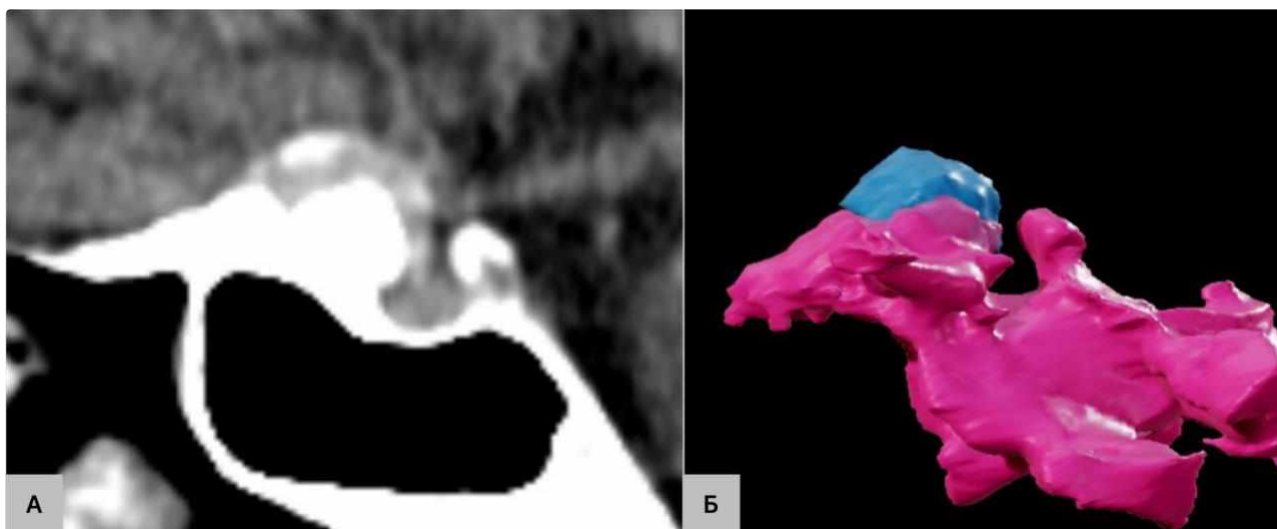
П-ка Т-к, 62 р. А – МСКТ (сагітальна проекція) з візуалізацією гіперостозу, Б – тривимірна модель, виконана у програмі BrainLab.
